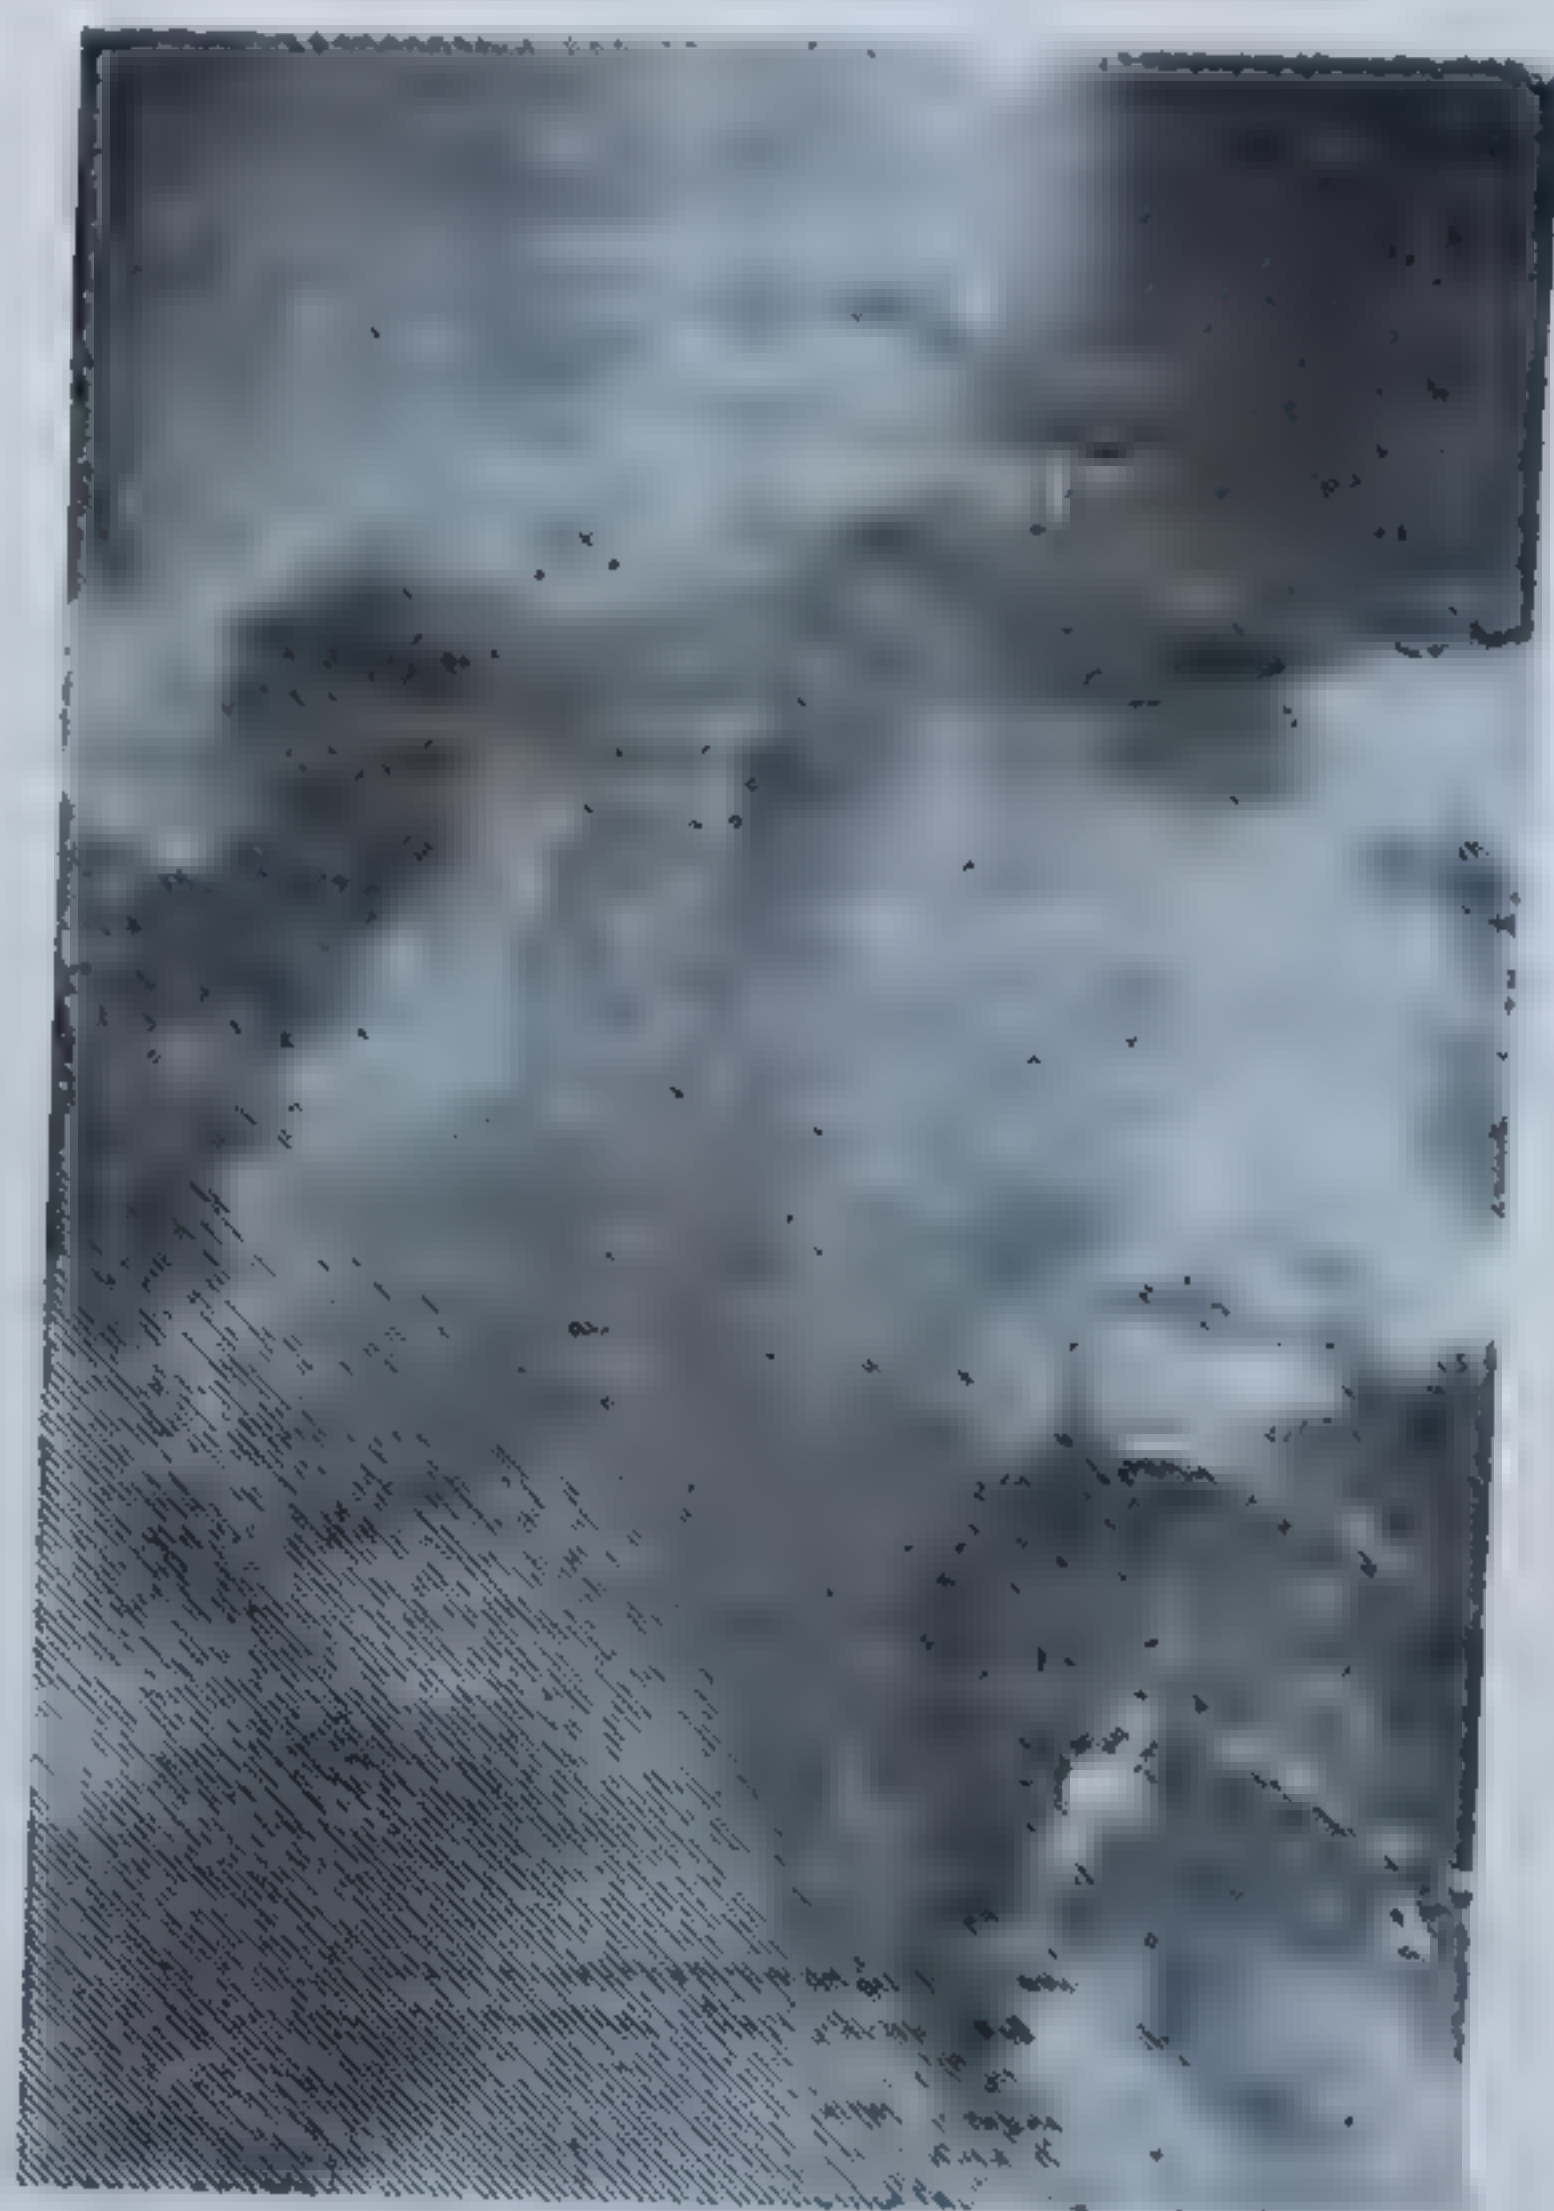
Tireogramă cu I^{131} . Imagine scintigrafică suprapusă pe radiografie. Aspect: imagine lacunară tiroidiană lob drept cu invazie endotoracică. Avantajul metodei: orientează tactica operatorie (Institutul de Oncologie, N. Voiculescu).
